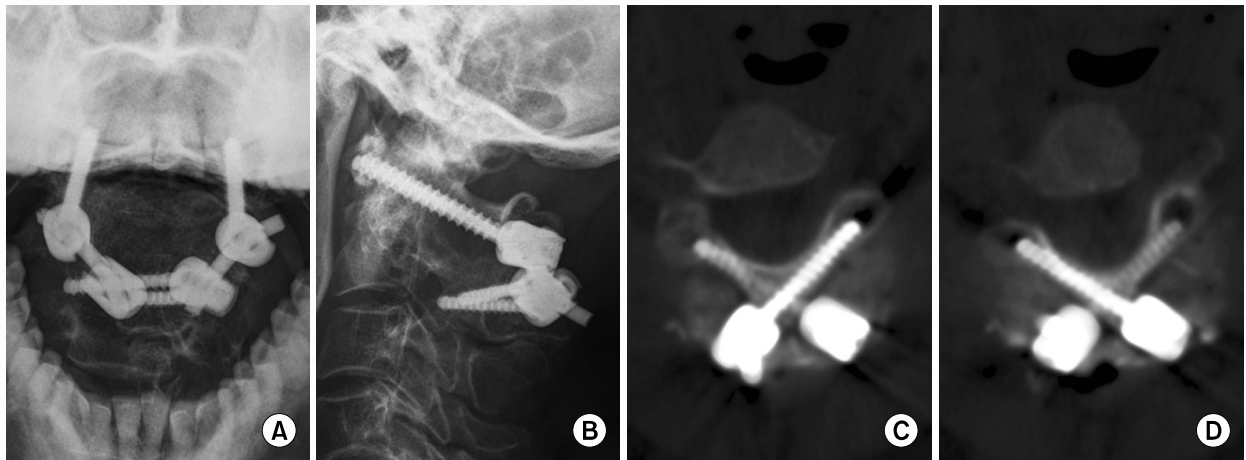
Postoperative radiographs (A, B) and CT scan images (C, D) show satisfactory position of the screws.
